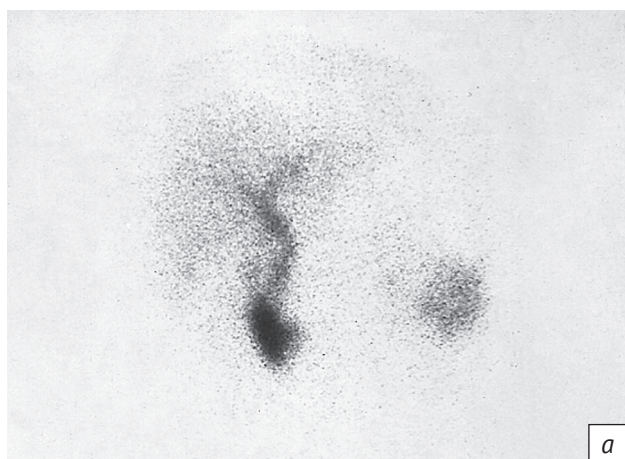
Сцинтиграфический признак «отключенный желчный пузырь»: длительное отсутствие визуализации желчного пузыря в сочетании с активным выходом радиофармпрепарата (РФП) в кишечник. Изображения через 1 ч (а) и 2 ч (б) после внутривенного введения РФП Бромезида®  $^{99m}\text{Tc}$
